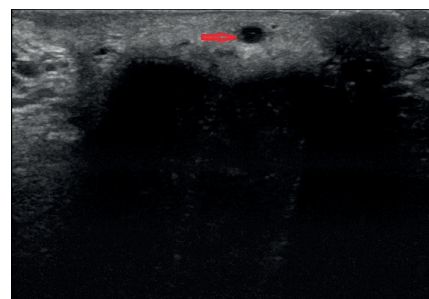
No color filling and flow spectrum was observed in the lumen of the superficial vein on color Doppler US.
